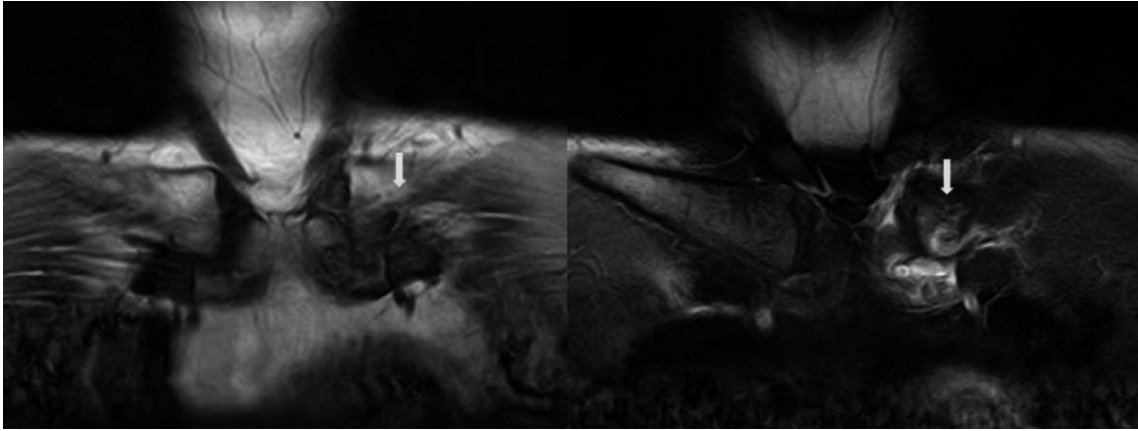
Preoperative SC joint MRI. A. On coronal T1WI, low signal intensity lesions are seen in the articular side of medial clavicle and sternum at left SC joint. B. Heterogenous, well enhanced synovial fluid and bone marrow lesions are noted in the left SC joint on postcontrast fat suppressed coronal T1WI.
